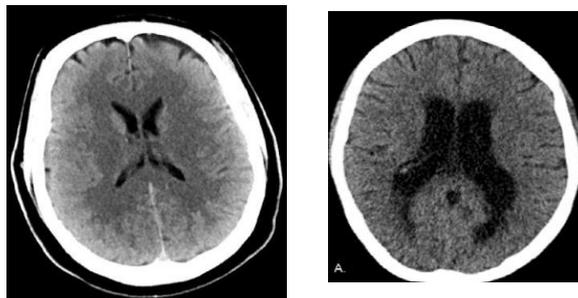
Tomografía axial computarizada. A. Anatomía normal, vista coronal. B. Aumento de tamaño de ventrículos. ⁹
